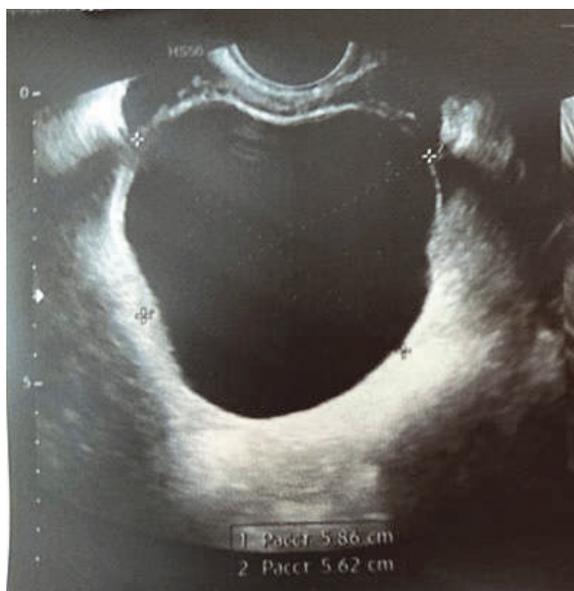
УЗИ органов малого таза трансвагинальным датчиком. Пациентка, 28 лет, 6-й день менструального цикла, в анамнезе бесплодие. Выявлена киста правого яичника (фото предоставлено из личного архива канд. мед. наук Н.В. Статных)
